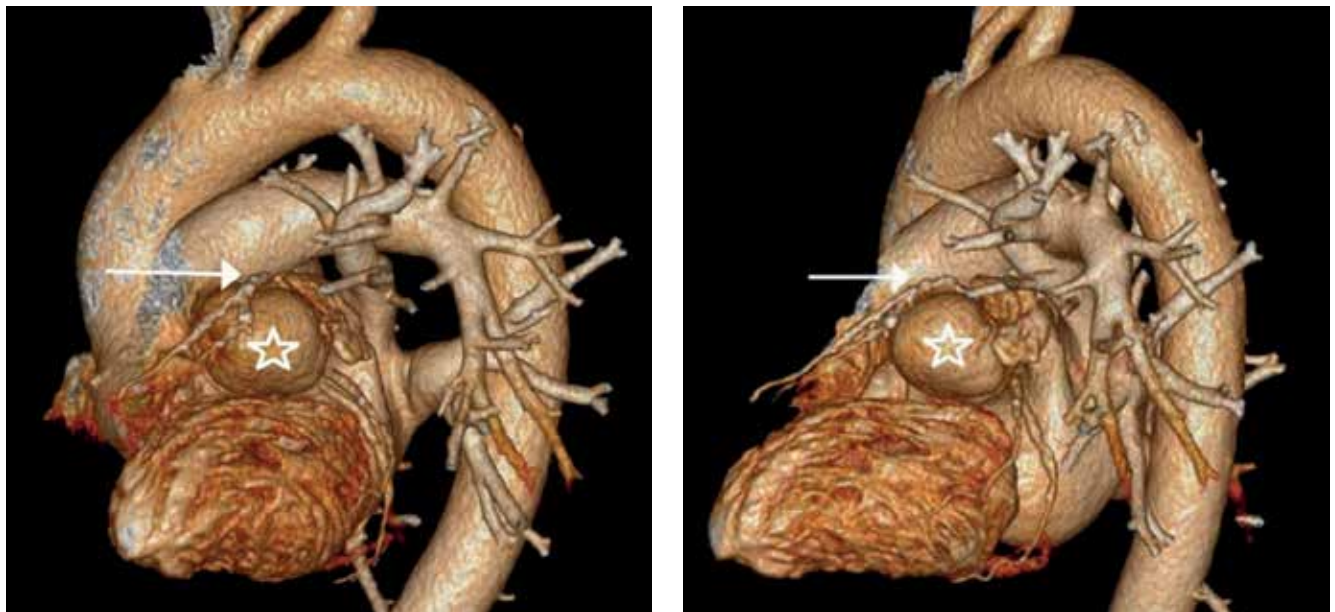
(А, Б). МСКТ, 3D-реконструкция сердца и магистральных артерий.
